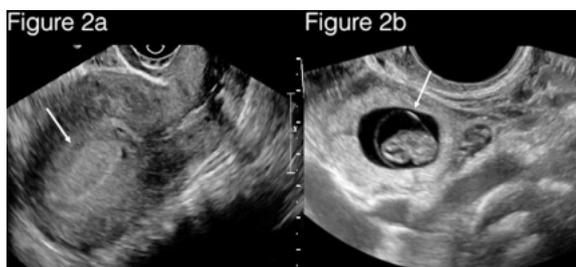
Échographie d'une femme enceinte avec un saignement du 1er trimestre. La figure 2a montre une cavité endométriale "vide" (flèche), sans sac gestationnel. La figure 2b démontre un sac gestationnel avec pôle fœtal (flèche) adjacent à l'utérus, compatible avec une grossesse ectopique.
